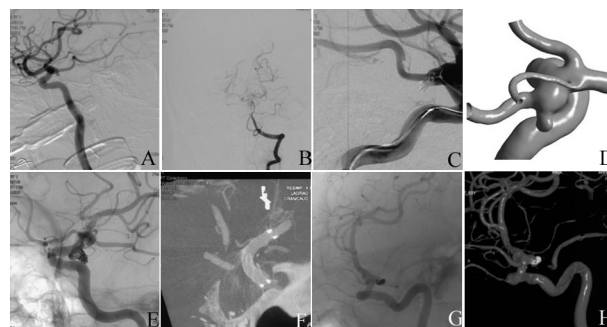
右侧圆锥状后交通起始部动脉瘤; B. 椎动脉造影右侧颈内动脉压颈未见椎动脉供血大脑后动脉; C. 支架辅助栓塞; D. 动脉瘤 3D 图像; E. 术后即刻造影圆锥内植入支架; F. Dyna CT 示支架在后交通动脉及颈内动脉内打开良好; G. 18 月随访见囊泡部分显影,部分弹簧圈移位; H. 随访 3D 影像。
